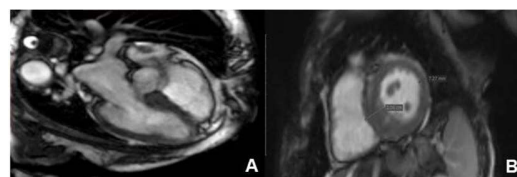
(Ressonância magnética cardíaca). A: imagem em corte de eixo longo evidenciando hipertrofia septal assimétrica; e B: imagem em corte de eixo curto mostrando septo interventricular medindo até 20,6 mm de espessura, consistente com o diagnóstico de MCH.
